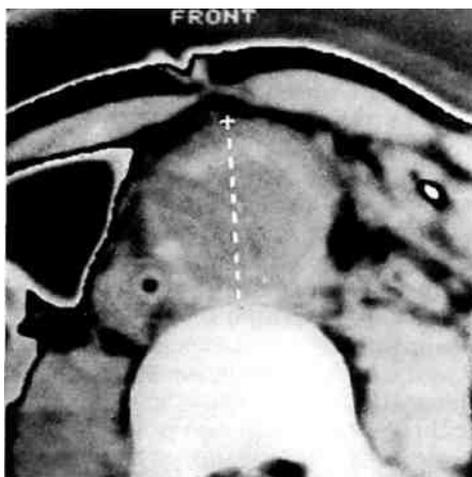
Компьютерная томограмма. Истинная аневризма аорты выше проксимального анастомоза.
